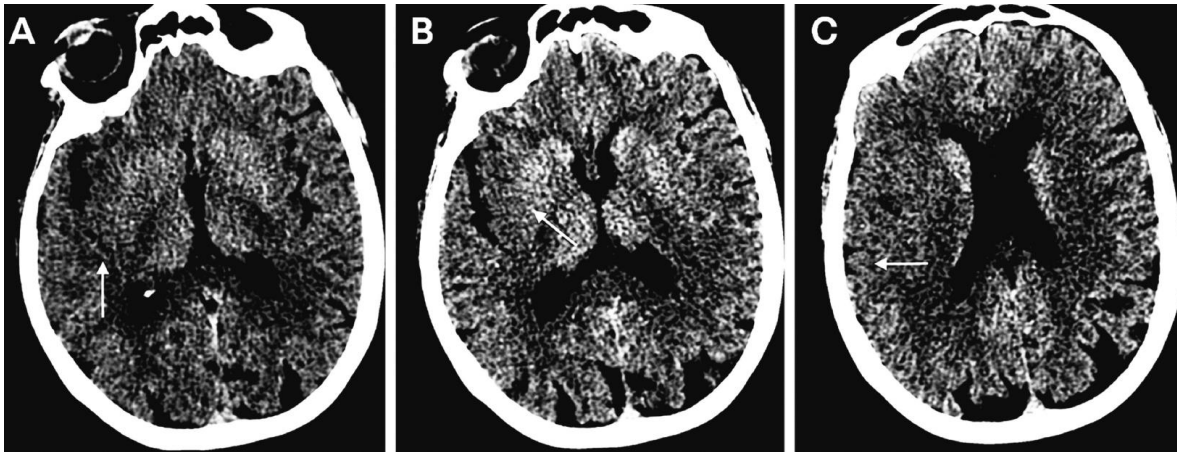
Cambios isquémicos tempranos evidentes en la TC craneal sin contraste.
